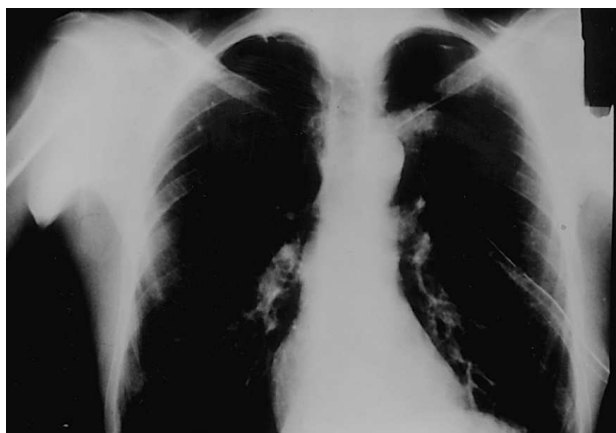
Radiografía simple de tórax tras la colocación de un drenaje torácico. Se evidencia la masa pulmonar ipsilateral al neumotórax.
